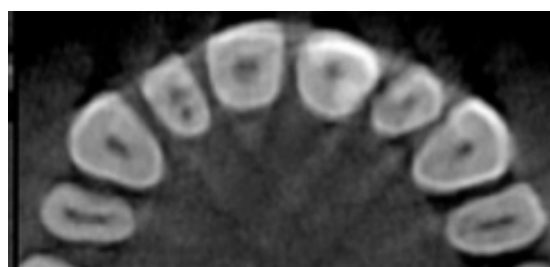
Coupe axiale de Cone beam de contrôle après 18 mois montrant une parfaite adaptation de Biodentine avec les tissus résiduels.
